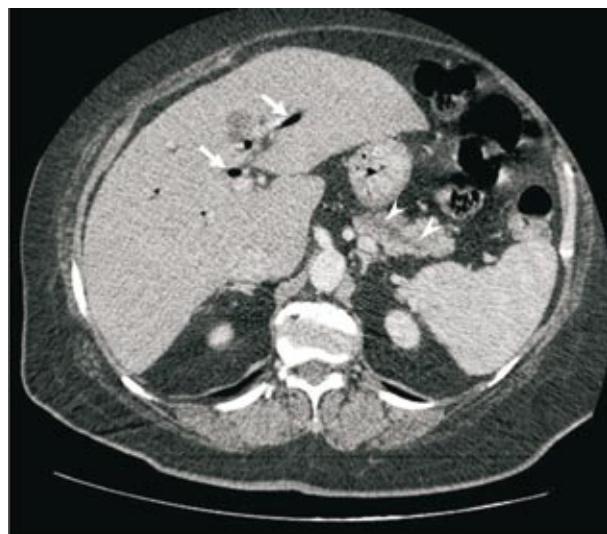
En la tomografía preoperatoria se observa aerobilia (flechas blancas), debido a la presencia de un stent biliar. También se puede observar el conducto pancreático dilatado (cabeza de flecha). No hay evidencia de metástasis hepáticas.
